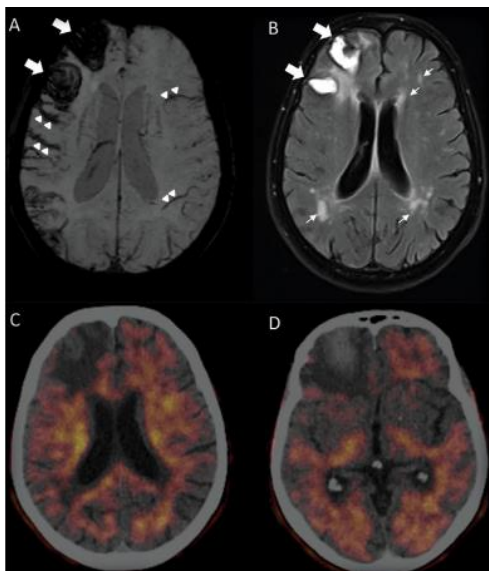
Resonancia magnética en la cual se observa: Angiopátia amiloide asociada a varias hemorragias intracerebrales. (7)
